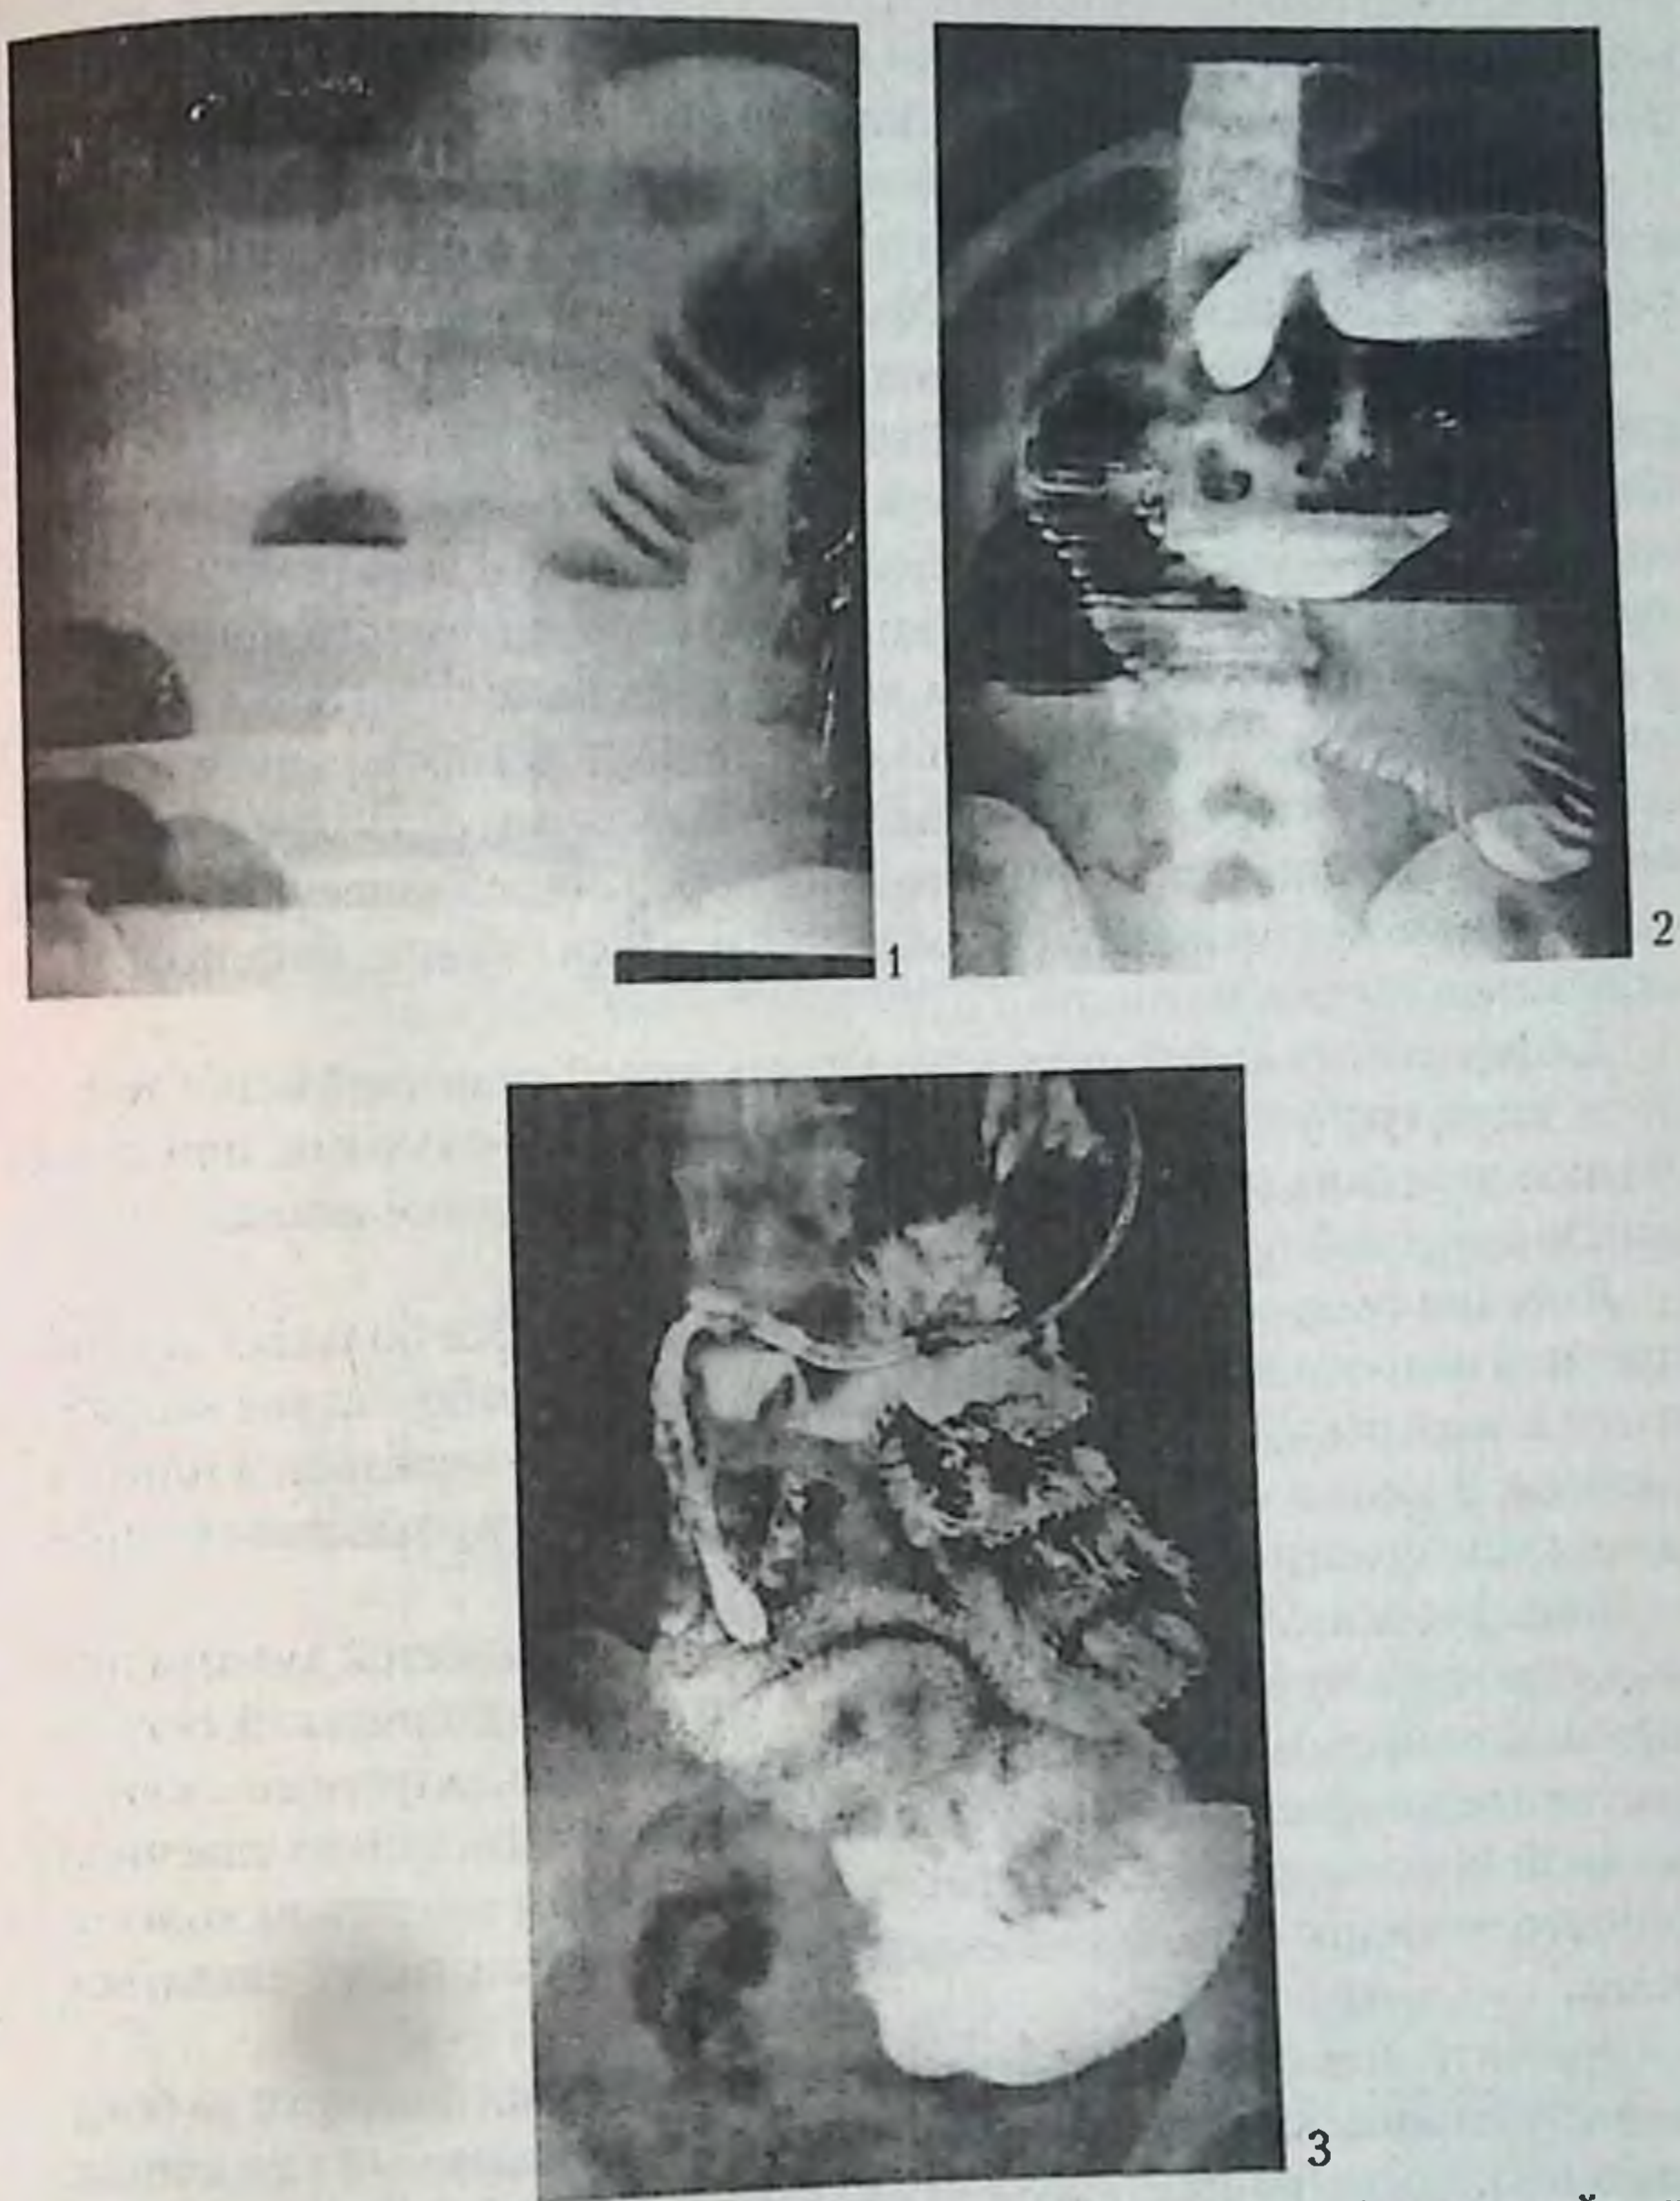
Рентгенологическое исследование живота при острой кишечной непроходимости: 1 — пневматоз над уровнем жидкости в кишке при обзорной рентгенографии; 2 — контрастные уровни жидкости при приеме бария per os; 3 — зондовая энтерография.
